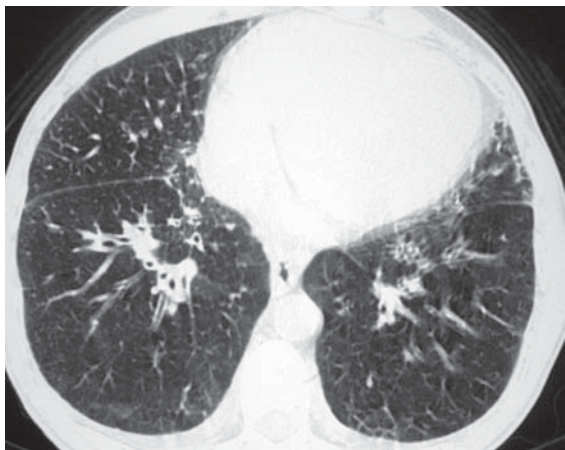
Tomografia computadorizada de alta resolução, com corte no terço inferior dos pulmões, com janela de pulmão, mostrando espessamento do interstício peribroncovascular e discreto espessamento de septos interlobulares, mais evidente no lobo médio
